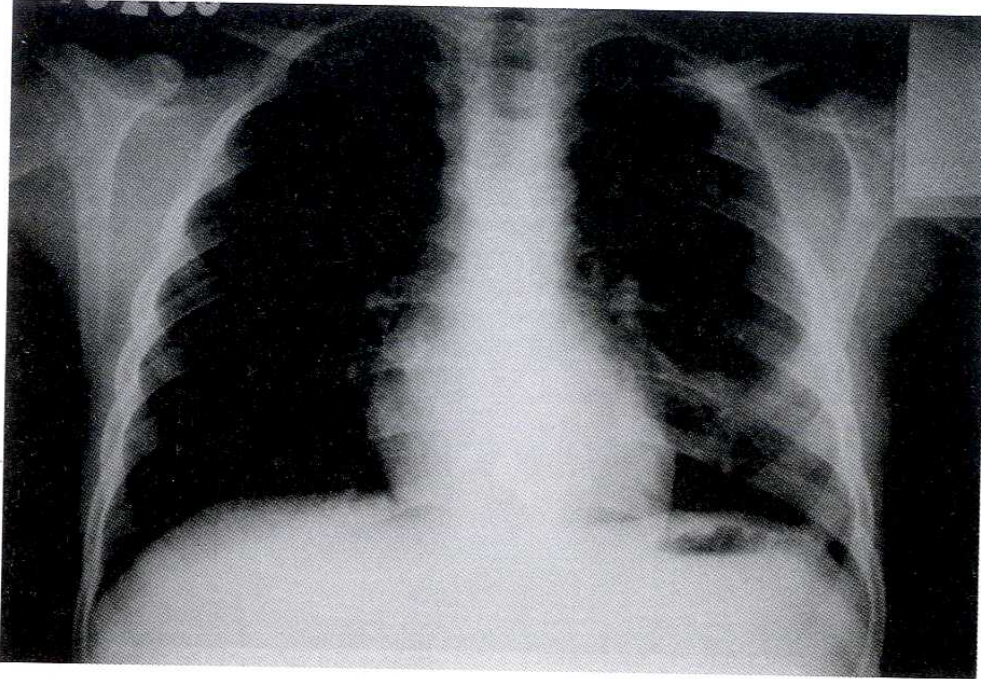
PA akciğer grafisi
